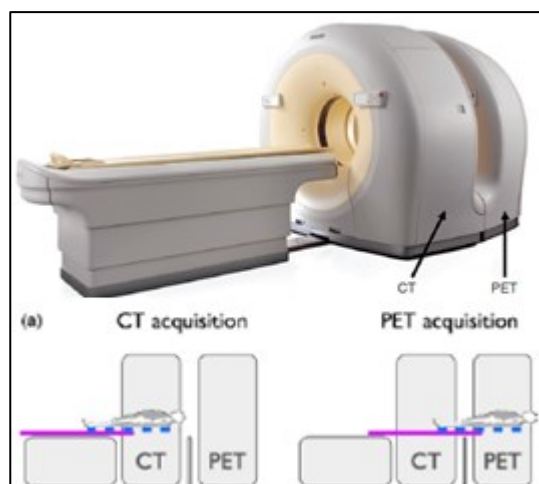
Sistema PET/TC. (a) aquisição de TC, (b) aquisição de PET (Cherry et al., 2012),(Lonsdale & Beyer, 2010).
